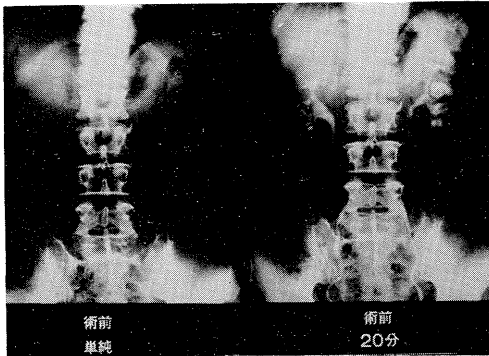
症例3の術前DIP像. 拡張した左中腎杯内にX線透過性の結石陰影が認められる.
